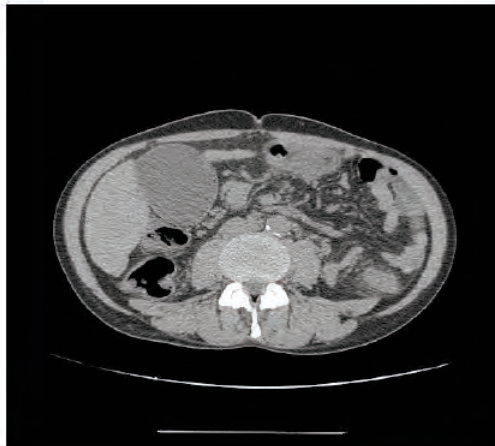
Confronto immagini della colecisti ottenute mediante POCUS, ecografia tradizionale presso PS e TC Addome.
